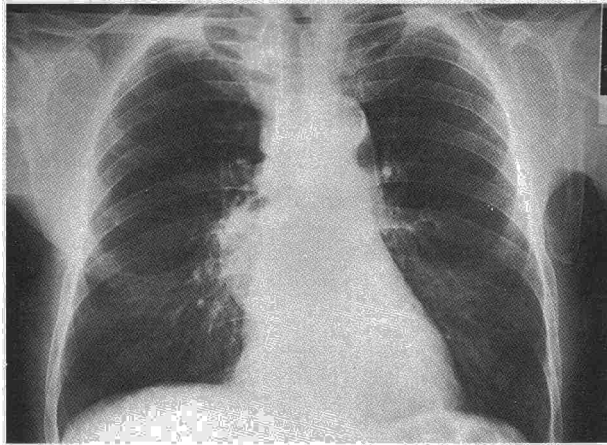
Radiografía de tórax que muestra una masa mediastínica infracarinal derecha con el signo de menisco.
